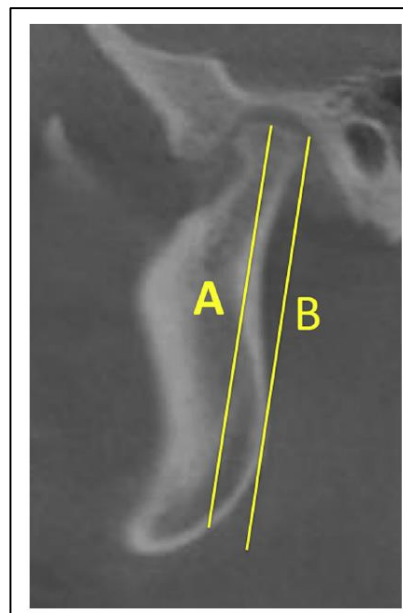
CBCT image showing the length of the ramus - line “A”. Line “B” is the posterior border of the ramus in contact with the two more posterior points of the ramus (considering de condylar head).
